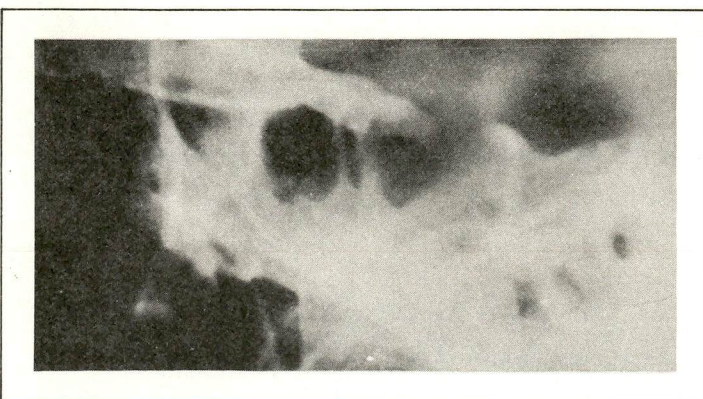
Radiografia simples da sela. Observar seu aumento de volume.
